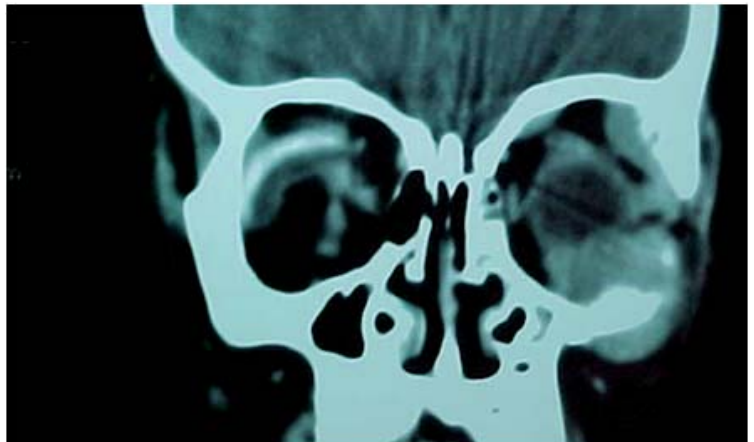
TAC de órbita corte coronal en la cual se observa masa extraconal derecha.
